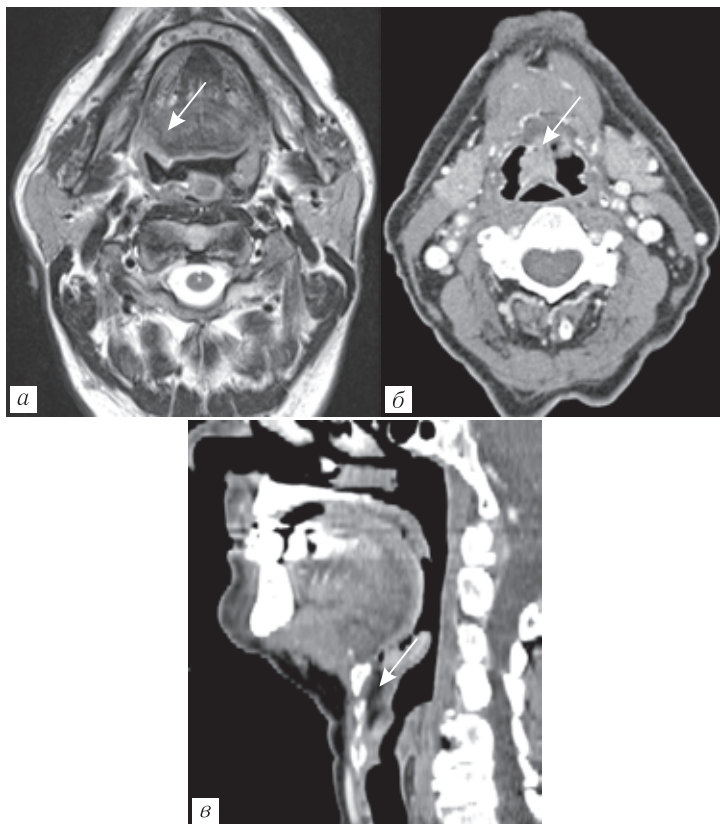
a* — T2-ВИ, аксиальная проекция, срез на уровне ротоглотки: опухоль правой нёбной миндалины в виде изъязвления, но без признаков выхода опухолевой инфильтрации на окружающую клетчатку; *б, в* — компьютерные томограммы пациента с опухолью язычной поверхности надгортанника: *б* — аксиальная проекция видна опухоль (стрелка); *в* — сагиттальная реконструкция, исследование выполнено «толстыми» срезами и реконструкция невысокого качества, тем не менее хорошо видна свободная клетчатка преднадгортанникового пространства без признаков инвазии, что должно быть отражено в описании (стрелка)
